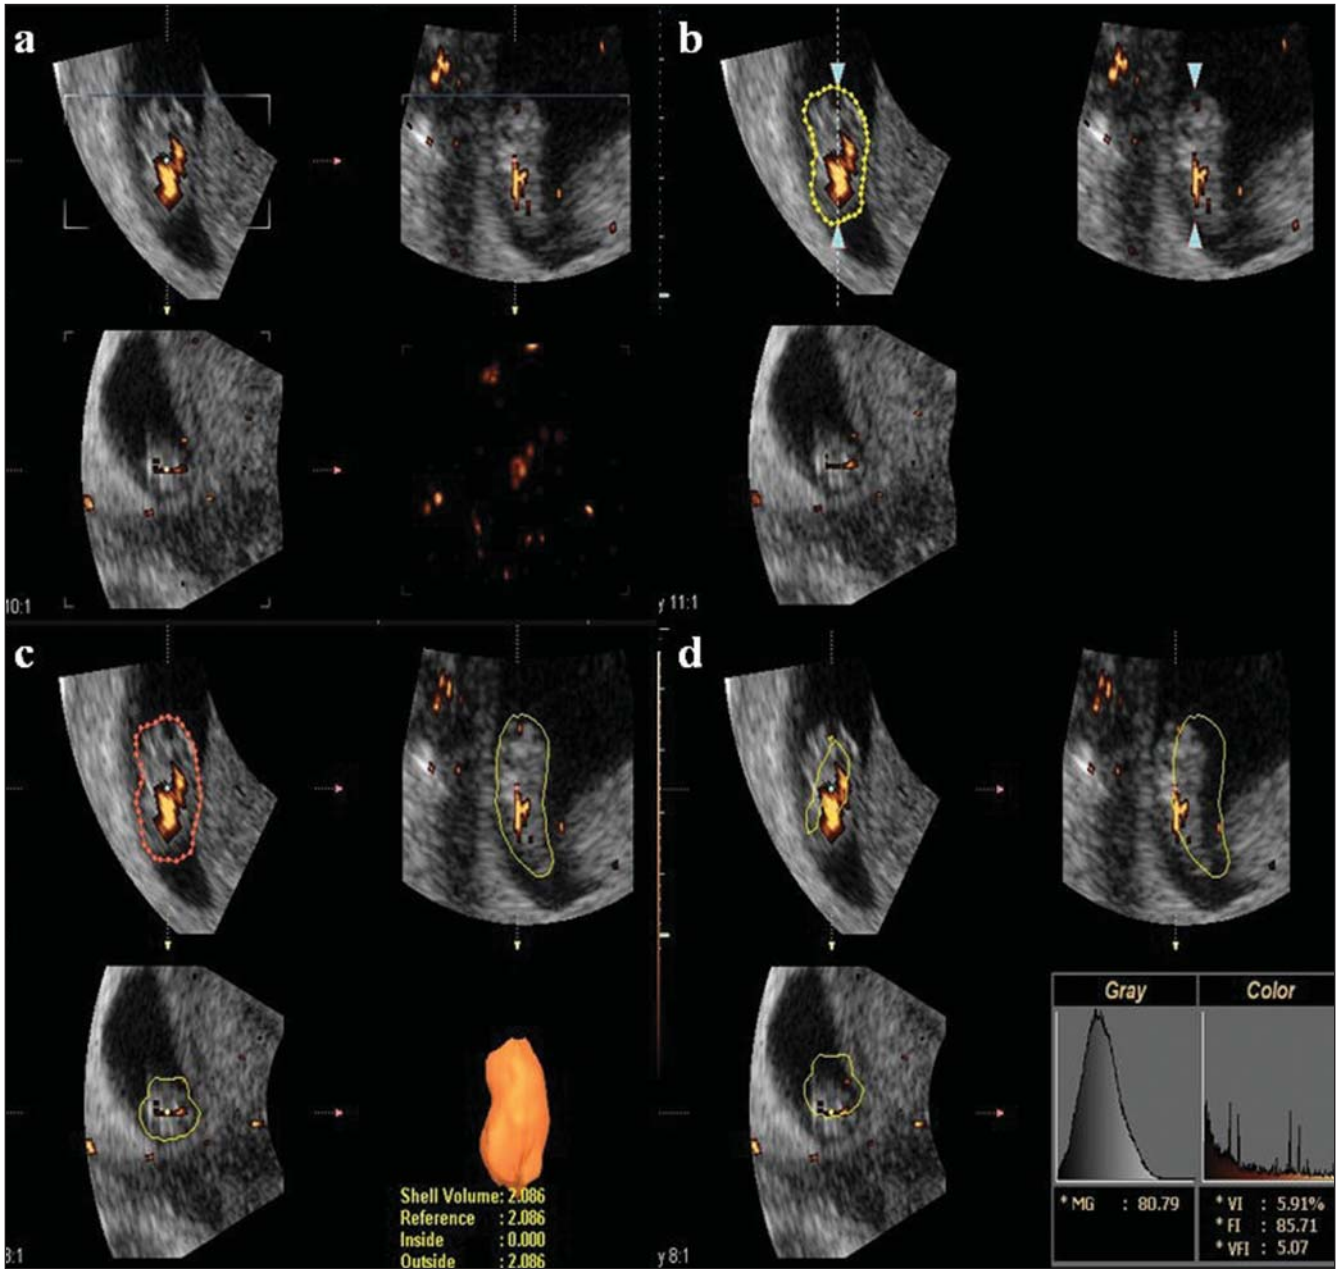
Obtenção dos índices de vascularização do Doppler de amplitude 3D (VI, FI e VFI) após a reconstrução tridimensional do volume do embrião utilizando o método VOCAL com ângulo de rotação de 12°. a: colocação dos calibradores de medida nos polos do embrião; b: delimitação manual da superfície externa do embrião; c: imagem tridimensional reconstruída do embrião após delimitação de 15 planos; d: obtenção automática dos índices de vascularização do Doppler de amplitude 3D.
